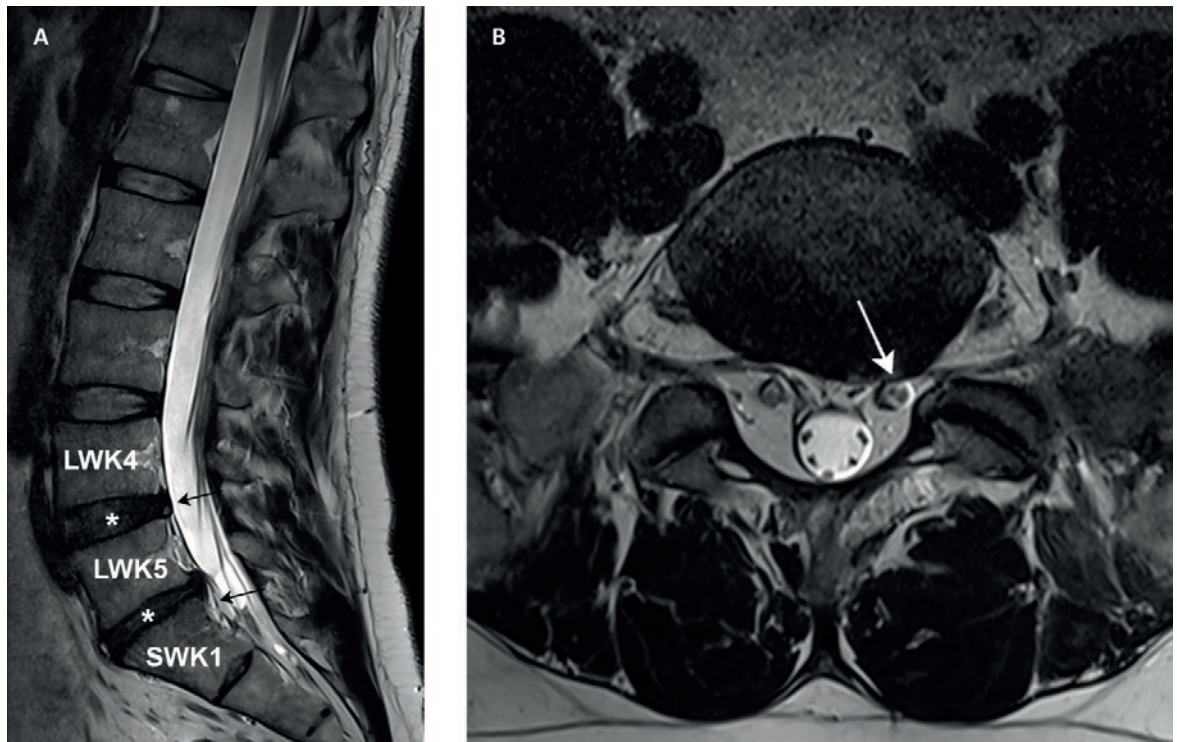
Im Magnetresonanztomogramm finden sich diskrete degenerative Veränderungen der Lendenwirbelsäule. A) In der sagittalen T2-gewichteten Sequenz zeigen sich eine «black disc» (*) und kleine Diskusprotrusionen (Pfeile) auf den Höhen LWK 4/5 und LWK 5/SWK 1 mit Höhenminderung der Bandscheibe auf Höhe LWK 5/SWK 1. B) In der axialen T2-gewichteten Sequenz auf der Höhe LWK 5/SWK 1 breites, linksbetontes Diskusbulging mit Tangierung der S1-Wurzel links. LWK: Lendenwirbelkörper; SWK: Sakralwirbelkörper.
